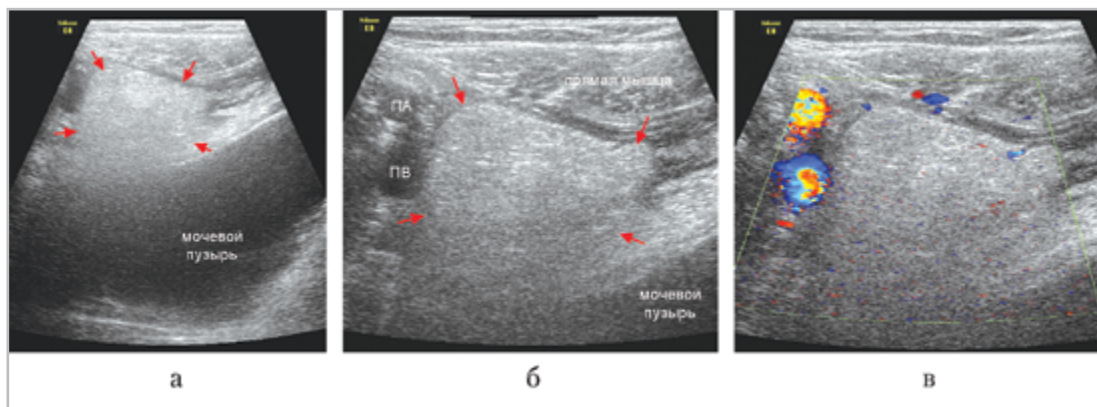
УЗИ в правой подвздошной области: ПА — подвздошная артерия; ПВ — подвздошная вена; а — исследование в В-режиме: определяется умеренная деформация мочевого пузыря эхоплотным образованием неправильно овоидной формы (между стрелками); б — исследование в В-режиме, прицельное сканирование эхоплотного образования (между стрелками), расположенного под передней брюшной стенкой непосредственно около подвздошных сосудов; в — тот же скан, цветное доплеровское картирование
